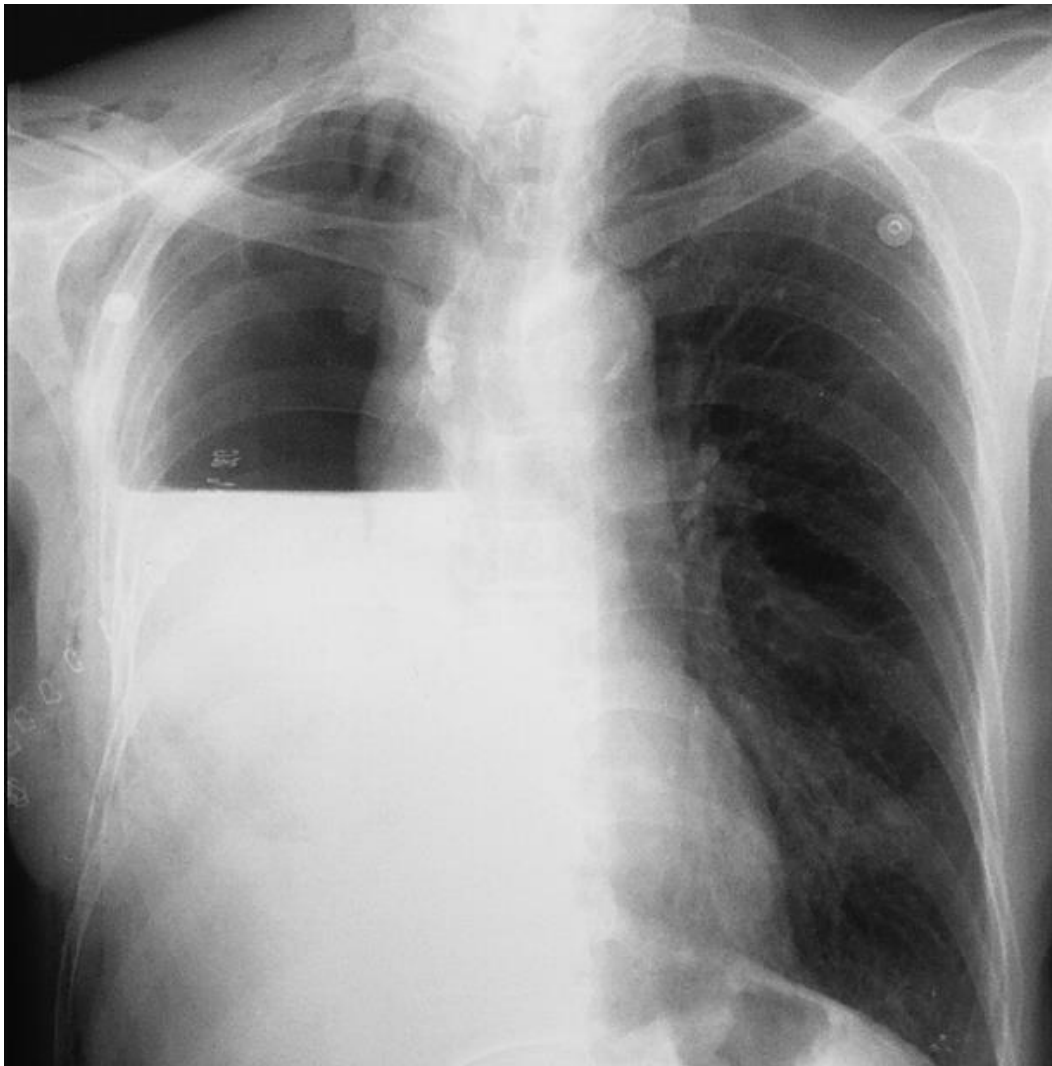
Radiographie thoracique montre un empyème post-pneumonectomie droite[85].
